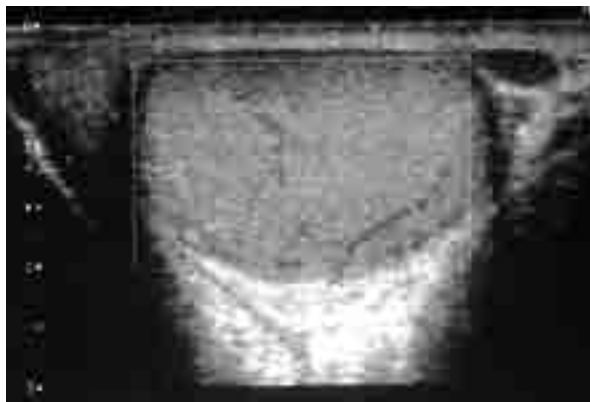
Eco Doppler testicular que demuestra testículo indemne.
